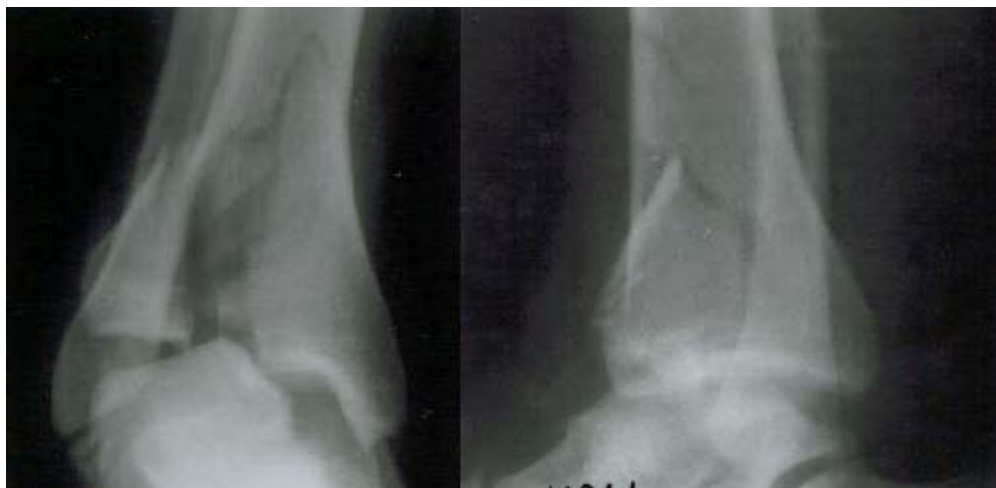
radiographie pré opératoire de fracture luxation de la cheville droite (face profil).
